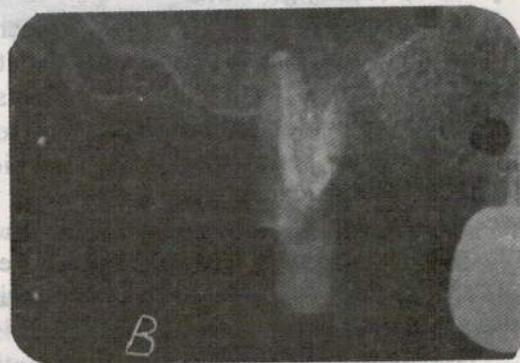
Chiuretajul periapical. A - incizia; B - chiuretajul țesuturilor periapicale; C - chiuretajul apexian.
